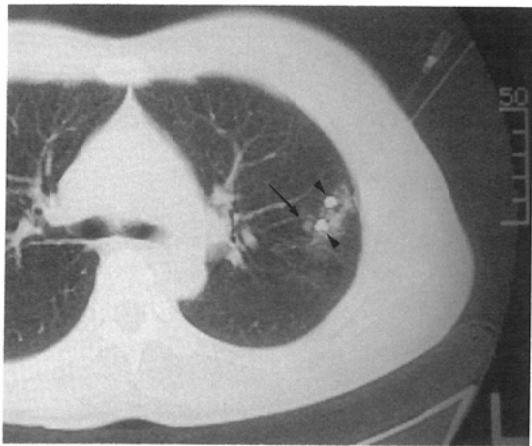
CT image obtained after PMMC was performed. Implanted two metallic coils (arrowheads) were visualized near the small lesion (arrow).
